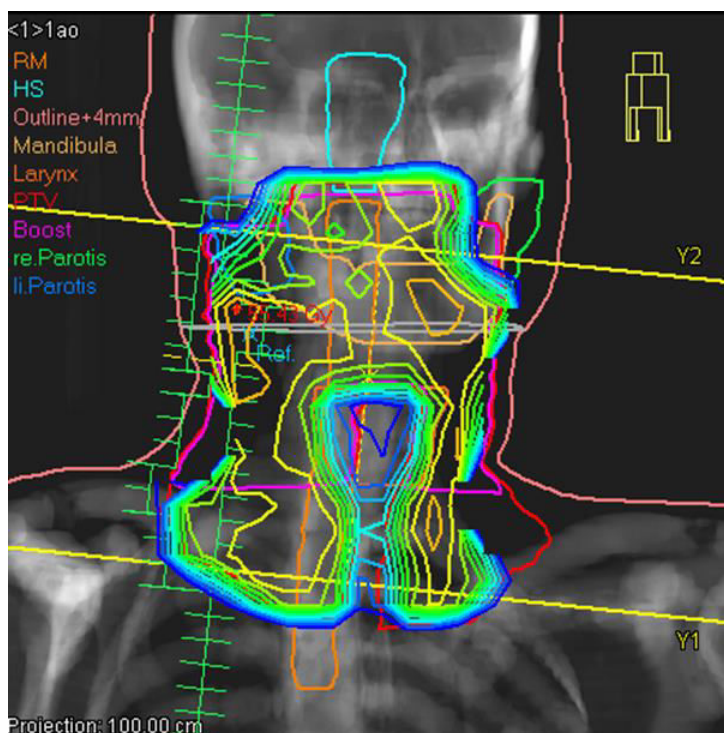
Darstellung der modulierten Dosisintensitäten der Bestrahlungsfelder. Digital rekonstruiertes Röntgenbild mit Dosisverläufen. Abbildung aus dem Bestrahlungsprogramm „Oncentra“ eines Patienten mit Pharynxkarzinom. Dargestellt sind zum einen die Risikoorgane (RM=Rückenmark, HS=Hirnstamm, Mandibula, Larynx, rechte und linke Parotis) und zum anderen die Zielvolumina (PTV, Boost).
